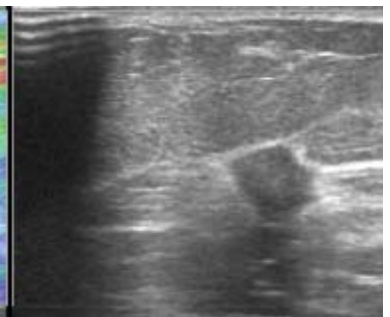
Мультиמודальная лучевая картина ЦМГ+АУЗИ+УЗИ (В+СЭГ) синхронного билатерального рака молочной железы
